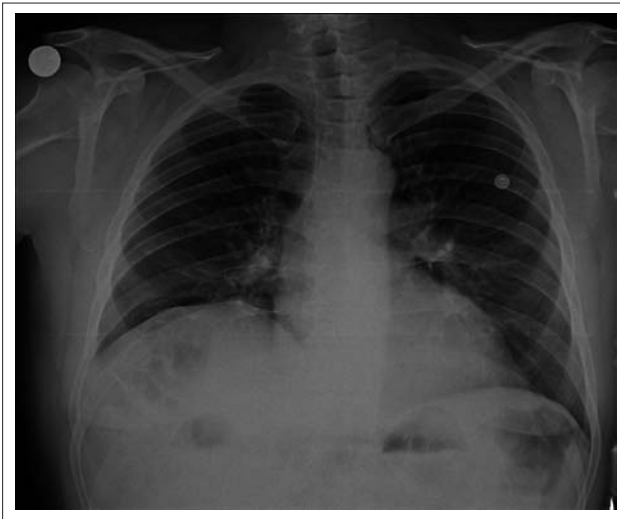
Рентгенография органов грудной клетки в прямой проекции пациента Ч., 61 года. Высокое расположение правого купола диафрагмы с уменьшением объема правого легкого и смещением средостения влево. Увеличение размеров сердца
